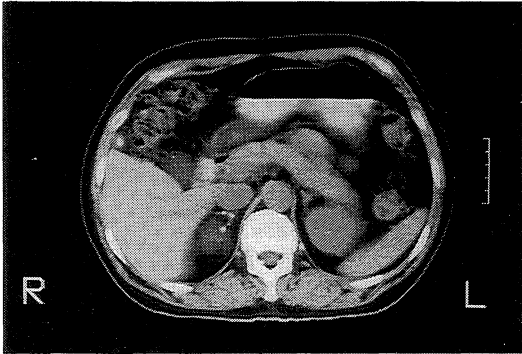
CT scan of the upper abdomen showing a 3cm mass of varying density on the right.
